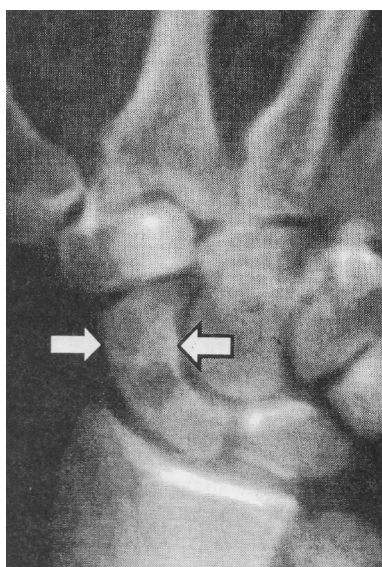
Исходная рентгенограмма правой кисти пациента И., 20 лет история болезни №1168 (описание в тексте)
